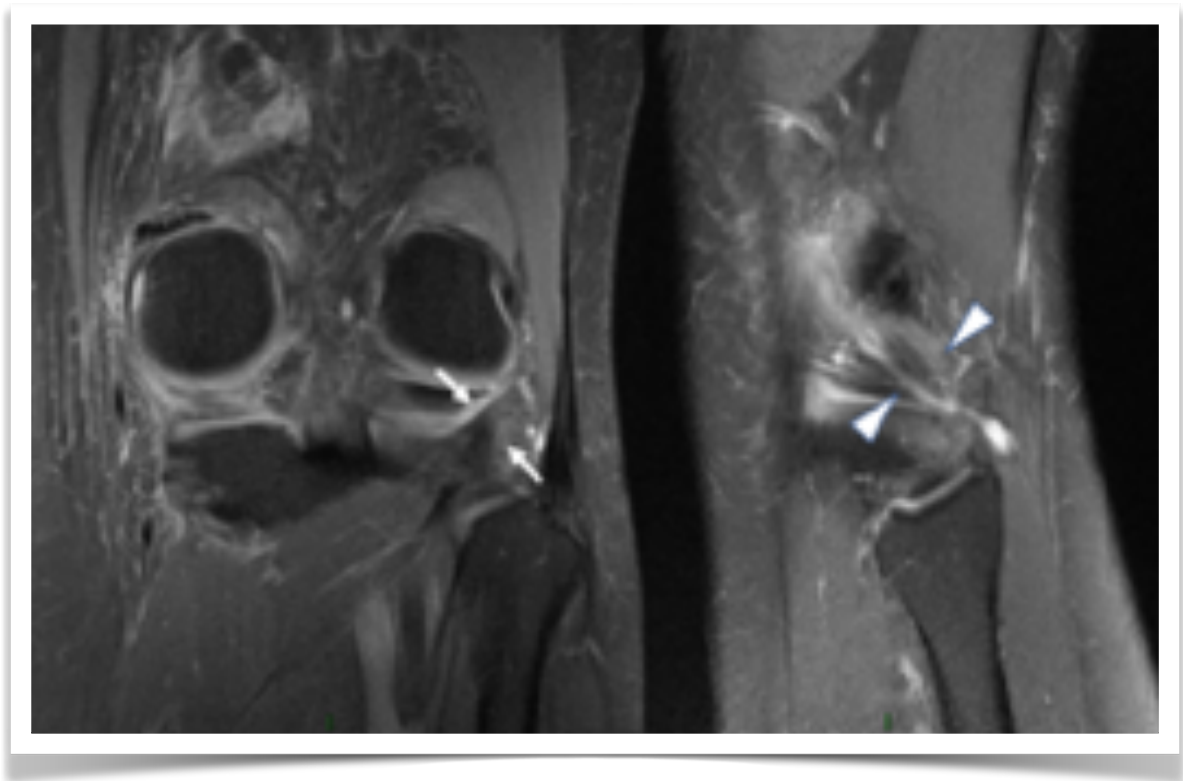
Tendinopatía del poplíteo: En RM en plano coronal (flechas rectas) y sagital (cabezas de flecha) se observa tendón poplíteo engrosado heterogéneo con aumento de señal en su espesor.
